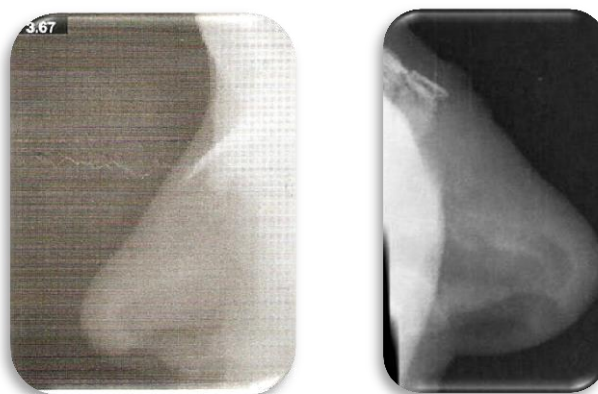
Radiografía lateral de los huesos nasales.
